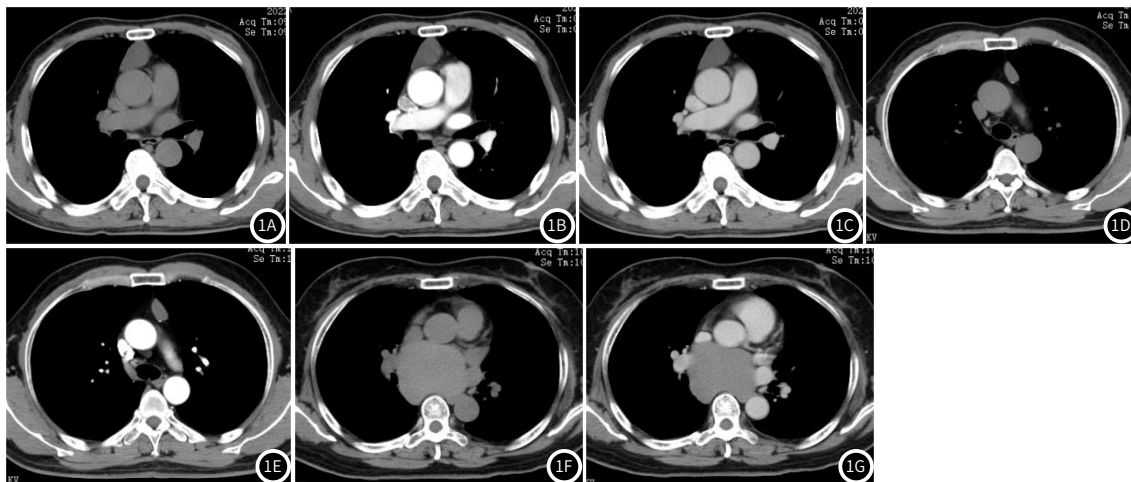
1G 男性, 66岁, 前纵隔可见“D”形囊性低密度影, CT值约3HU, 大小 $37 \text{ mm} \times 23 \text{ mm}$, 双期增强未见明显强化。
